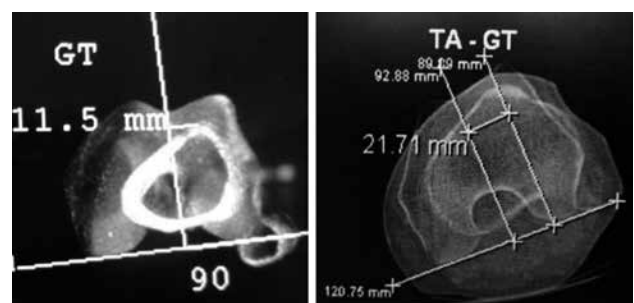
TAC con medición distancia tróclea-TAT.
